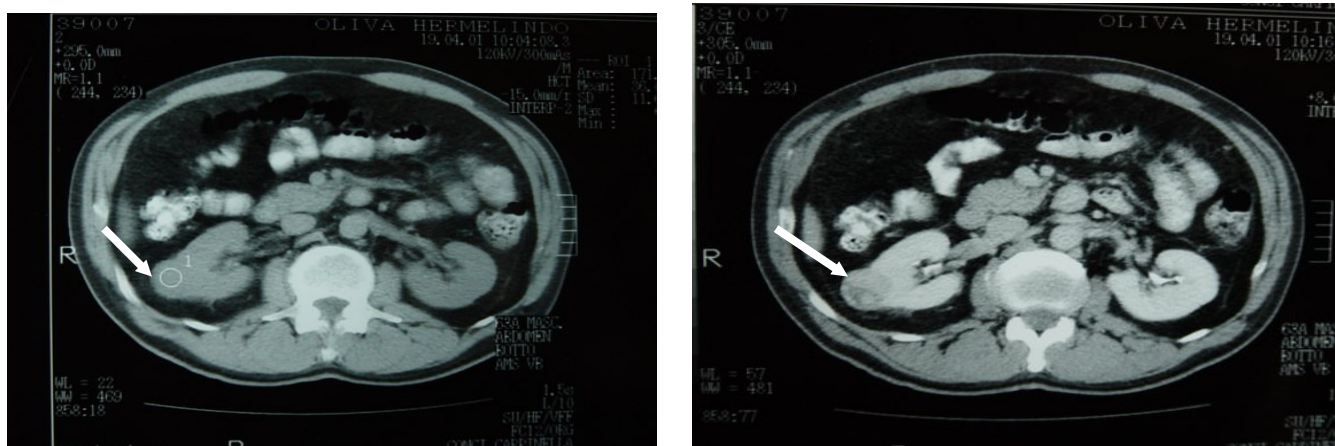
Paciente con tumor renal bilateral, donde se objetiva realce del contraste de tumor renal en tercio medio de riñón derecho de 2 cm. A: Imagen sin contraste; B: Imagen con contraste. (Tomografía Axial Computada)
